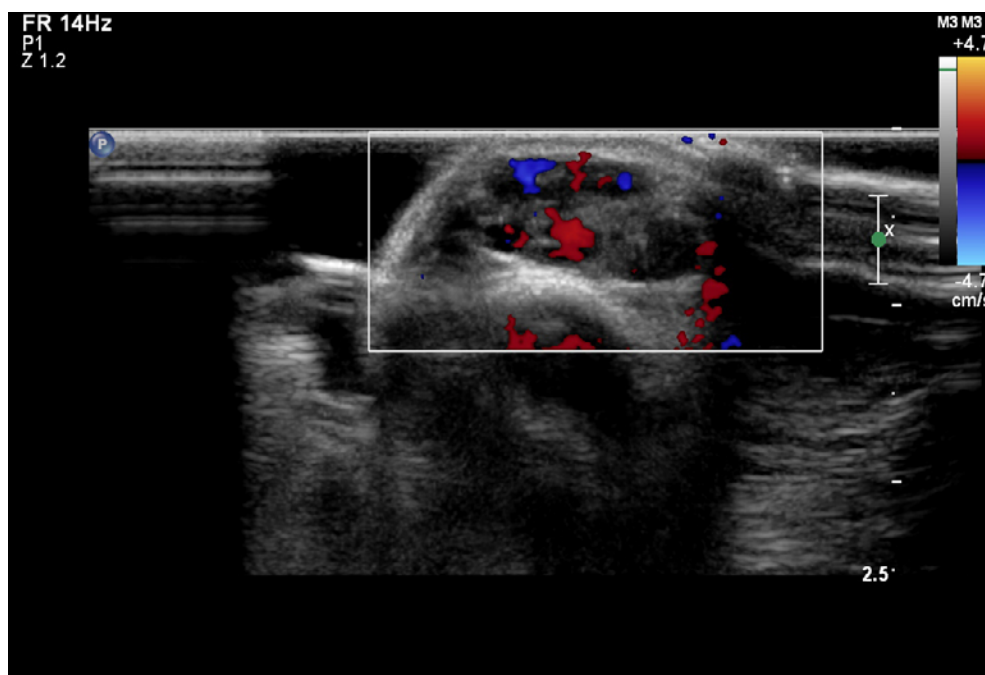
Doppler colorido da lesão palpável com compressão do transdutor
